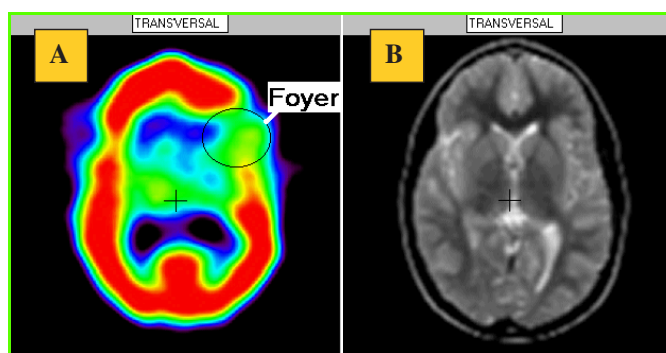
Imagerie cérébrale comparative par scintigraphie à ^{99m}Tc -ECD (A) versus résonance magnétique nucléaire (B).
